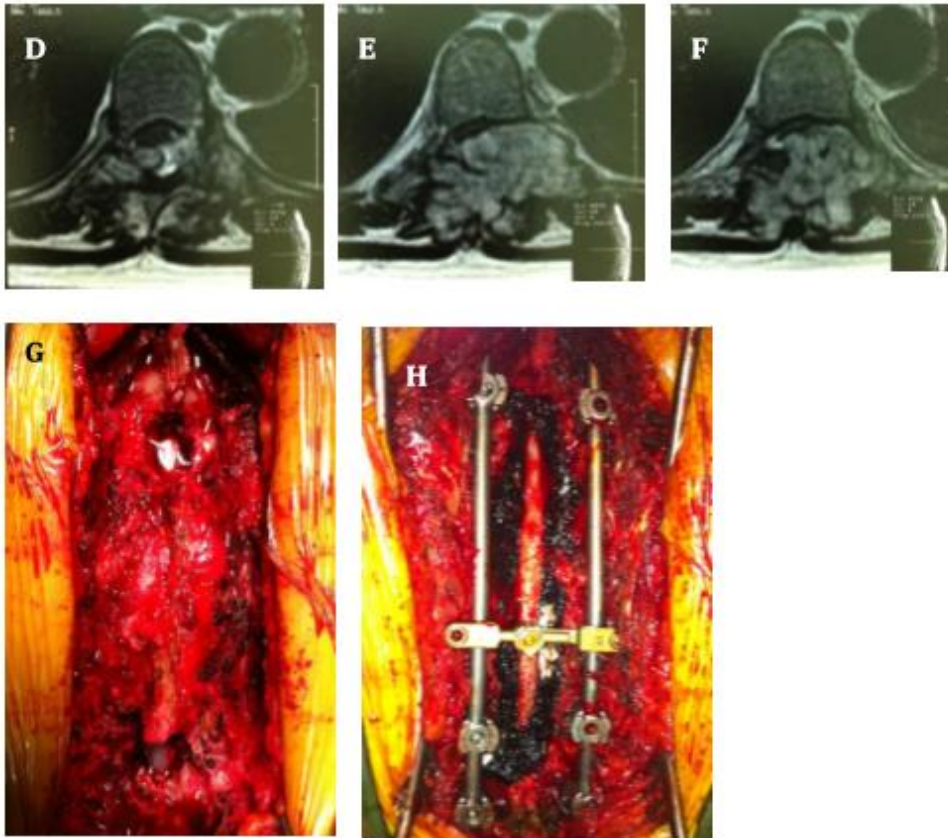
Metástase espinhal de carcinoma renal de células claras. (A-C) Ressonância sagital de coluna torácica, em sequência T2, mostrando lesão D7-D9, com compressão medular D8; (D-F) RM axial em T2, mostrando lesão centro-lateral esquerda com acometimento posterolateral erodindo pedículo e facetas; (G) Fotografia intraoperatória mostrando lesão paravertebral bastante sangrante, e exposição do saco dural acima e abaixo da lesão para permitir dissecação no plano dural e ressecção circunferencial "en bloc" da lesão; (H) Fotografia intraoperatória mostrando exérese completa da lesão e posterior artrodese pedicular posterior PLIF D7-11-12.
